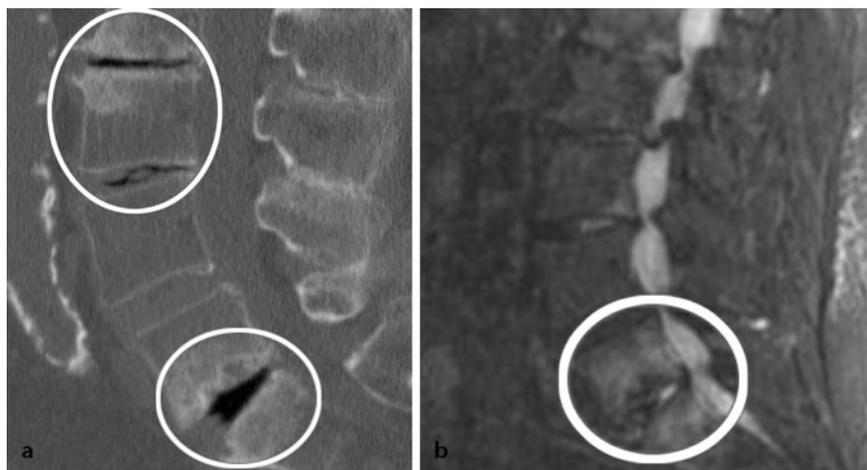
▲ Im CT (a) Destruktion in den Segmenten L5/S1 und L2/3/4, im MRT (b) entzündlicher Prozess mit Knochenödem lediglich im Segment L5/S1
